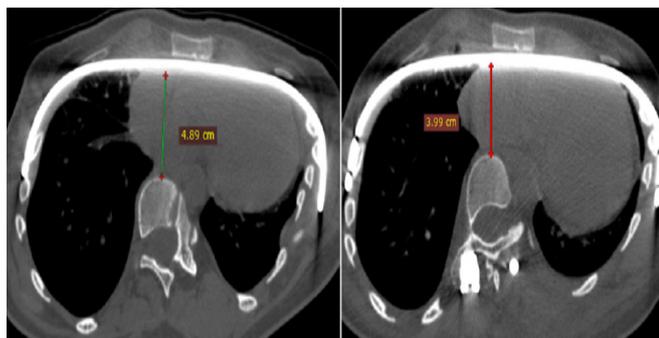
Данные МСКТ пациентки 16 лет до и после проведения коррекции деформации позвоночника: отмечается уменьшение передне-заднего размера ретростерального пространства даже при условии наличия металлической пластины
